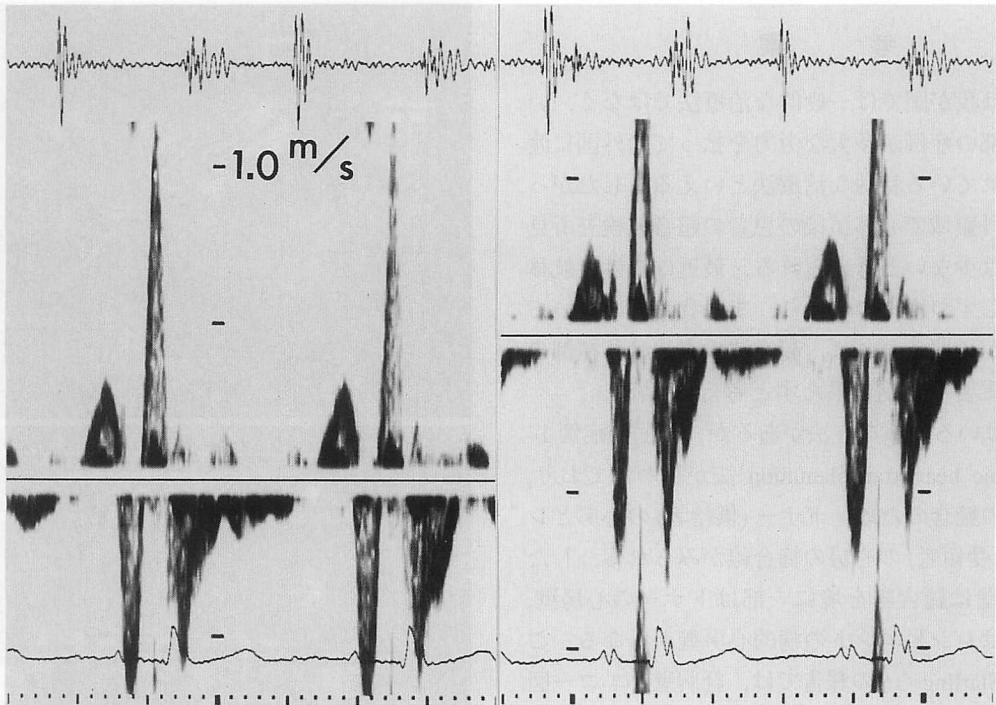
Case 4. Echocardiogram showing the blood flow pattern in the left atrial appendage
